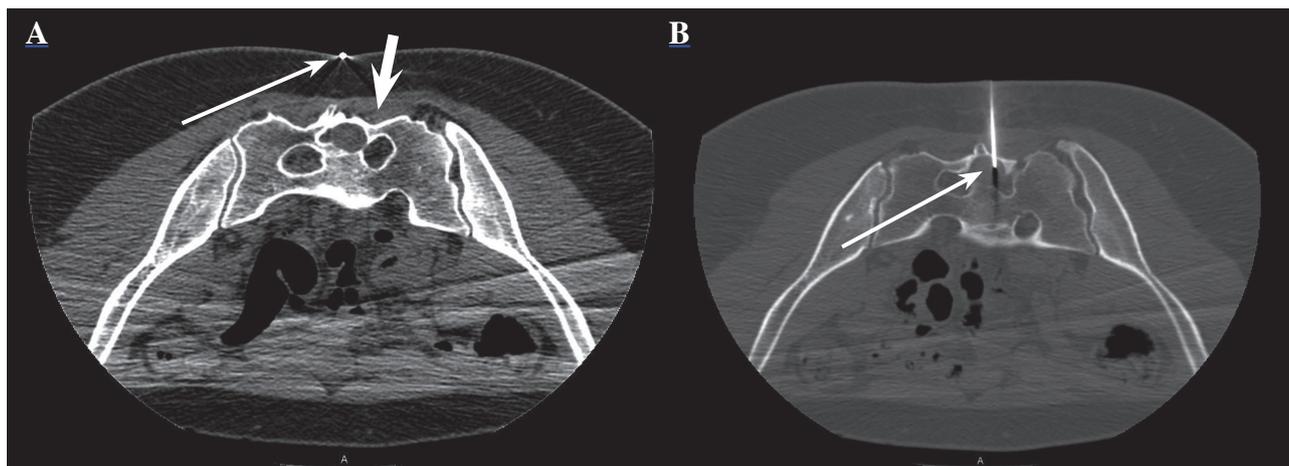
Imágenes axiales TC. A. Marcaje para realizar la punción (flecha blanca fina) de la lesión (flecha blanca gruesa). B. Punción del meningocele intrasacro oculto (flecha blanca).
